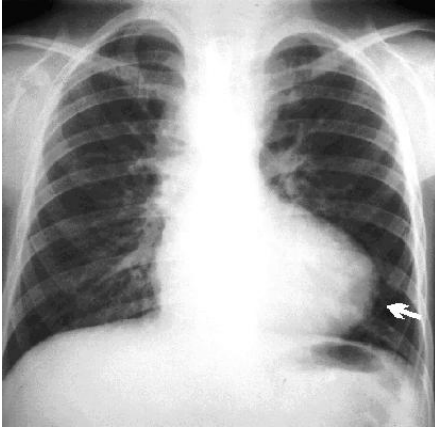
Рентгенограма грудної клітки – форма "дерев'яного черевика"
